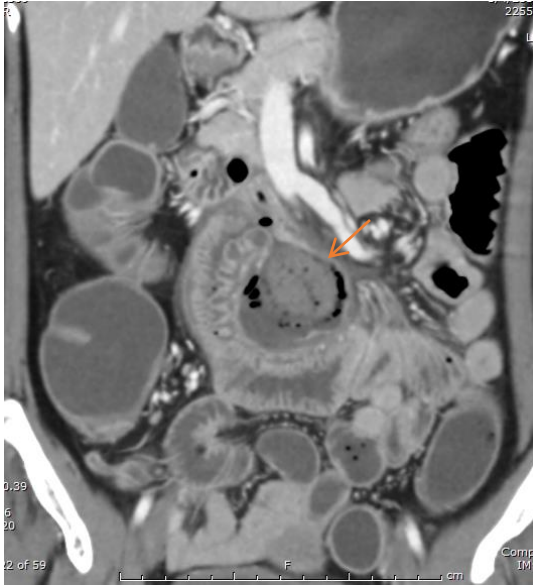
Contrast enhanced abdominal CT scan with coronal reconstruction revealed a gas and fluid-containing collection adjacent to the mesenteric site of jejunal loop with a thin enhanced defect of the contiguous jejunal wall (arrow), indicating jejunal perforation with abscess formation.
